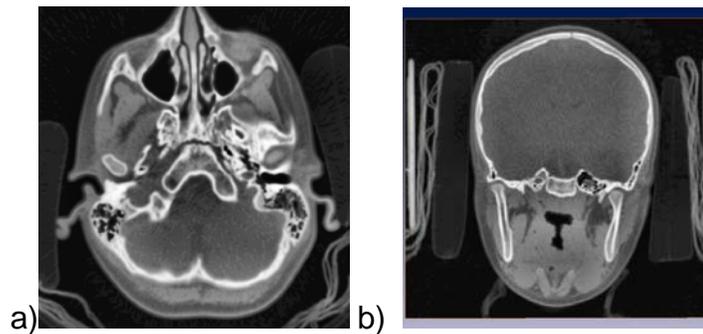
a) imagen de un plano horizontal del paciente a nivel de cóndilos mandibulares. B) imagen del plano transversal de TAC se observan los cóndilos.⁴¹
